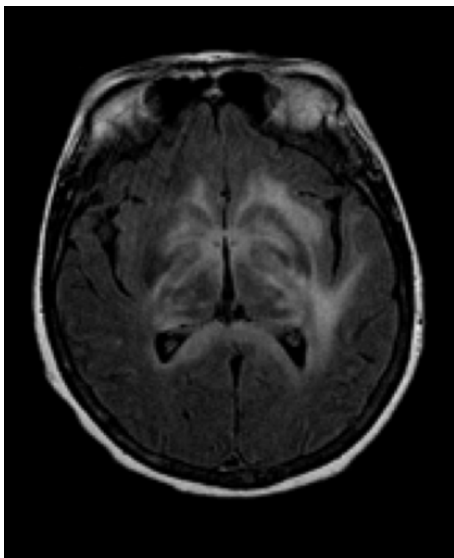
Paciente con alteración del nivel de conciencia que presentaba una alteración difusa de la señal en ganglios basales bilaterales en secuencia T2 FLAIR. El diagnóstico final fue de linfoma difuso de células B.
